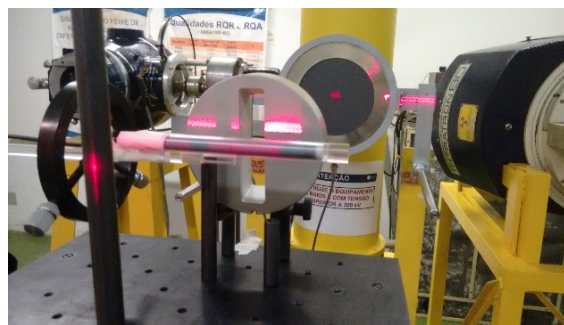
Irradiação, para calibração em kerma no ar, da câmara tipo "lápis" (3CT-L), mostrando também o colimador, a câmara monitora e o tubo de raios X usados nas medições.
